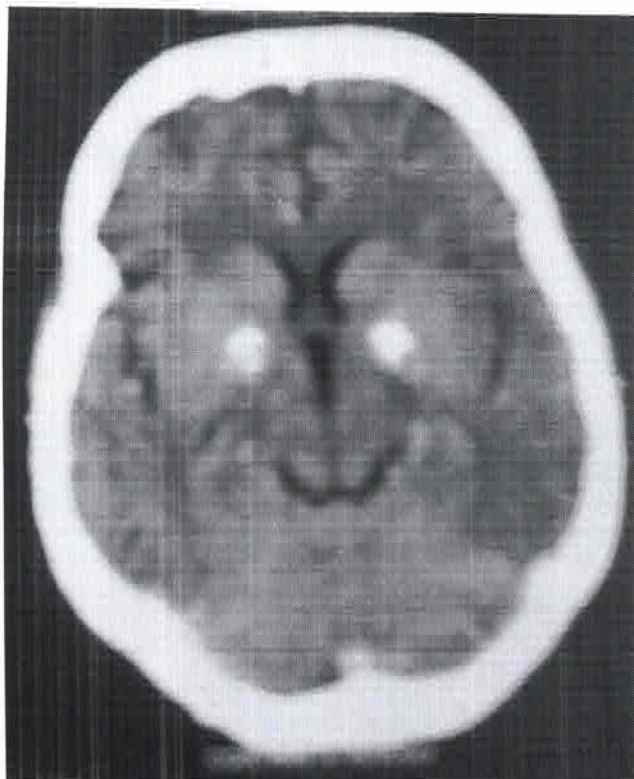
TC de crânio sem contraste evidenciando calcificações simétricas em gânglios da base (Múcleo Lentiforme – Globo Pálido e Putâmen).
